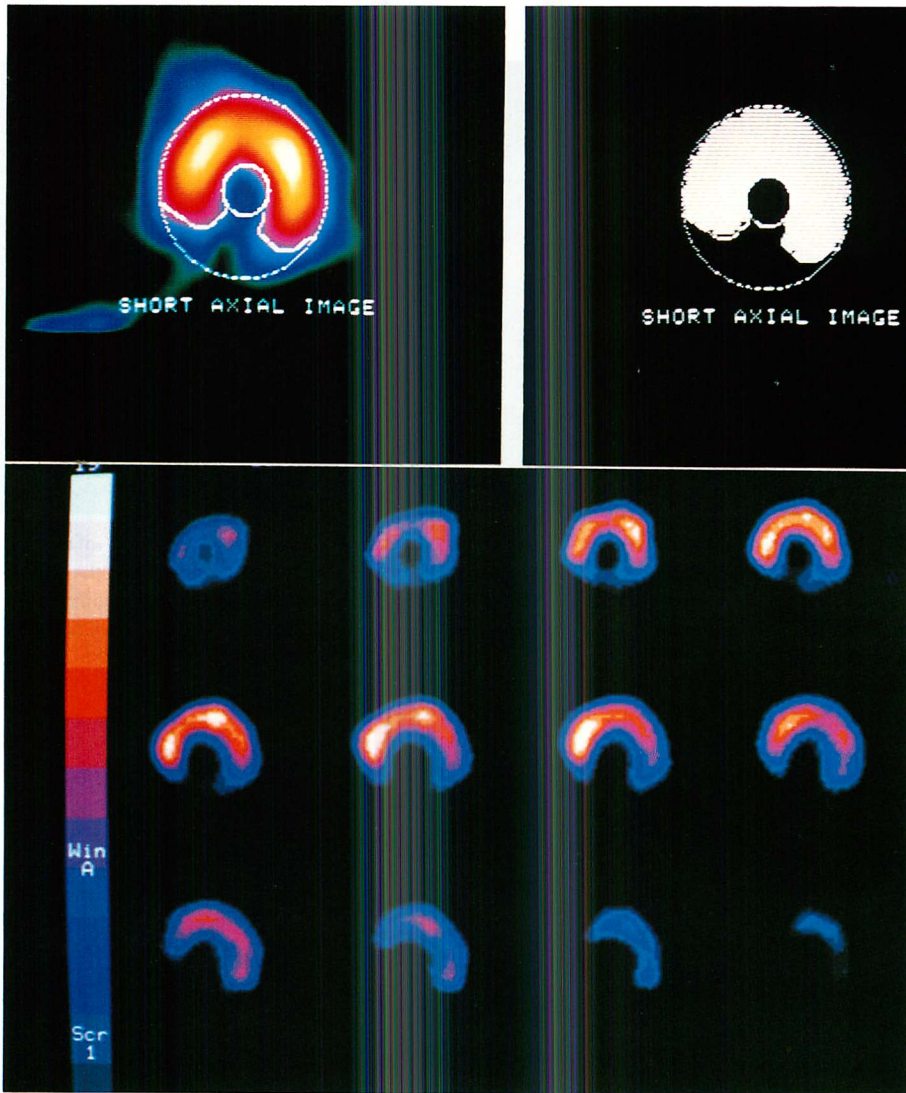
Example of calculation of residual myocardium (RM: an index of extent of myocardial infarction).
